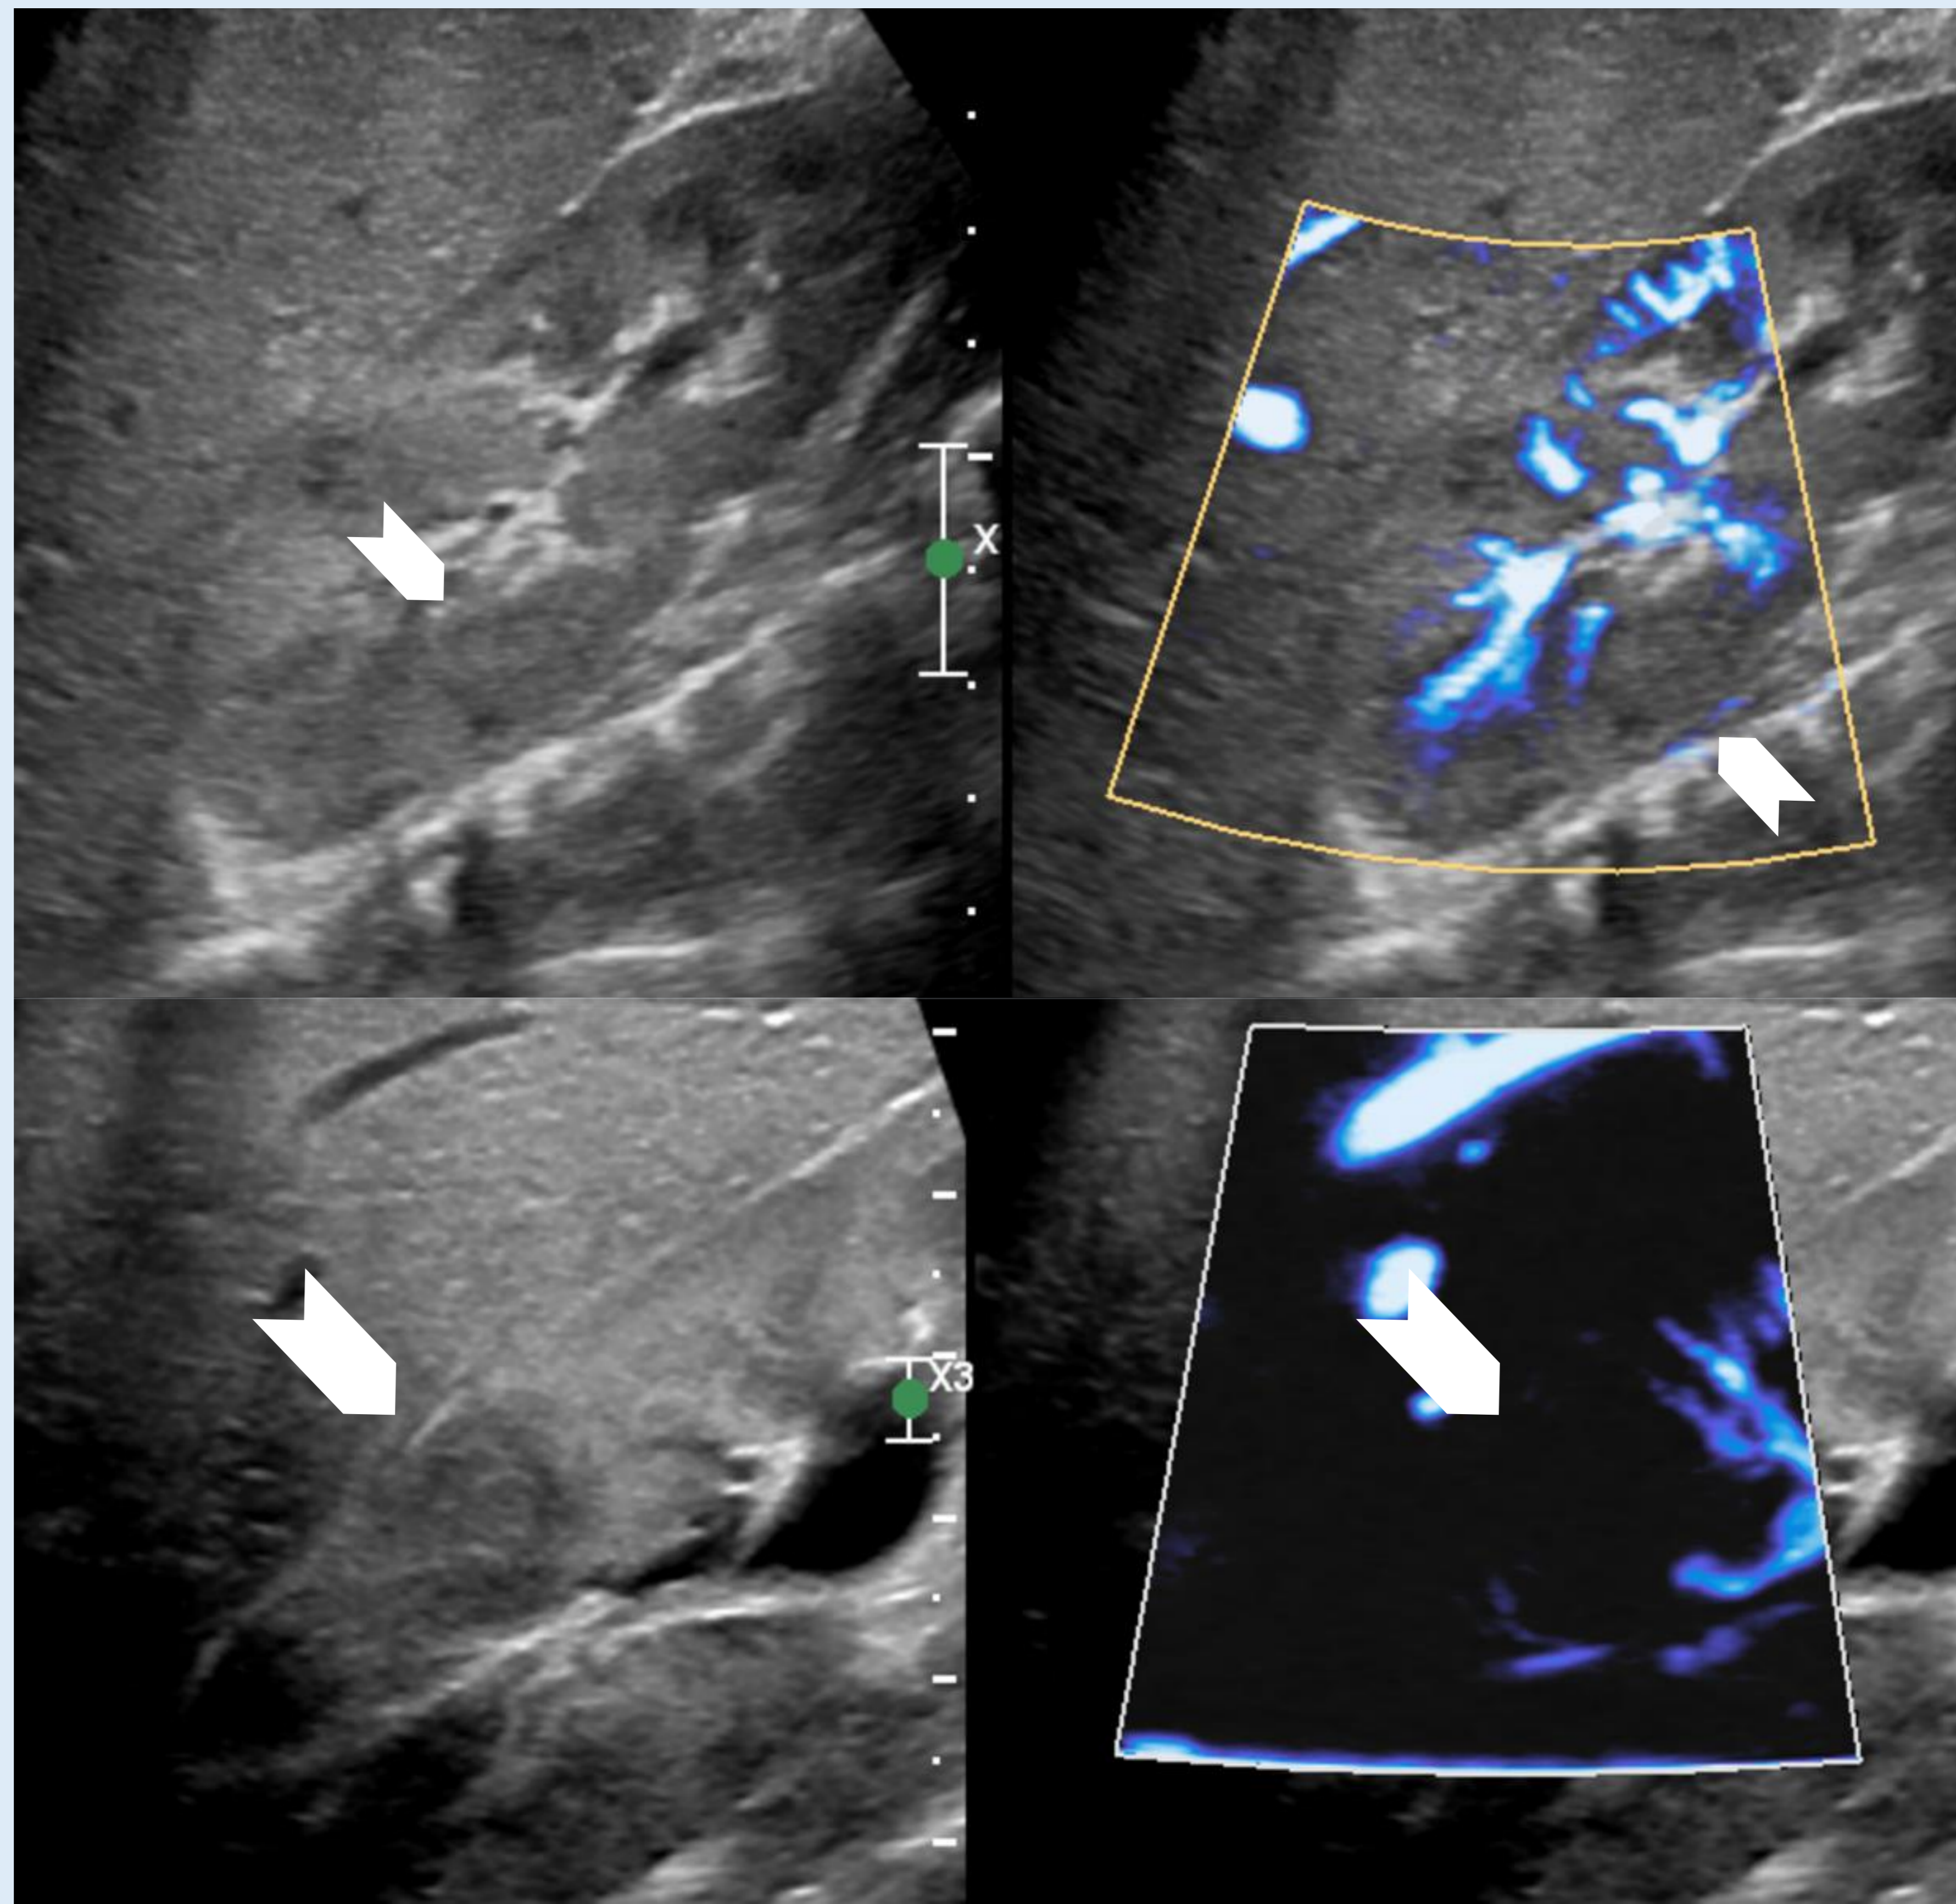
Paciente pediátrica con clínica compatible con PNA en la que vemos áreas de pérdida de la diferenciación cortico-medular que presentan una disminución de la vascularización mediante el Doppler Power (puntas de flecha).
